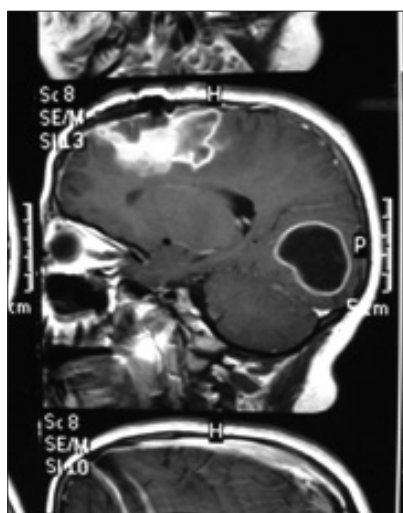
RMN sagital T1 con contraste (después de la resección de quiste frontal): realce en anillo de lesión occipital. También se observa realce en sitio post-quirúrgico inmediato frontal.
